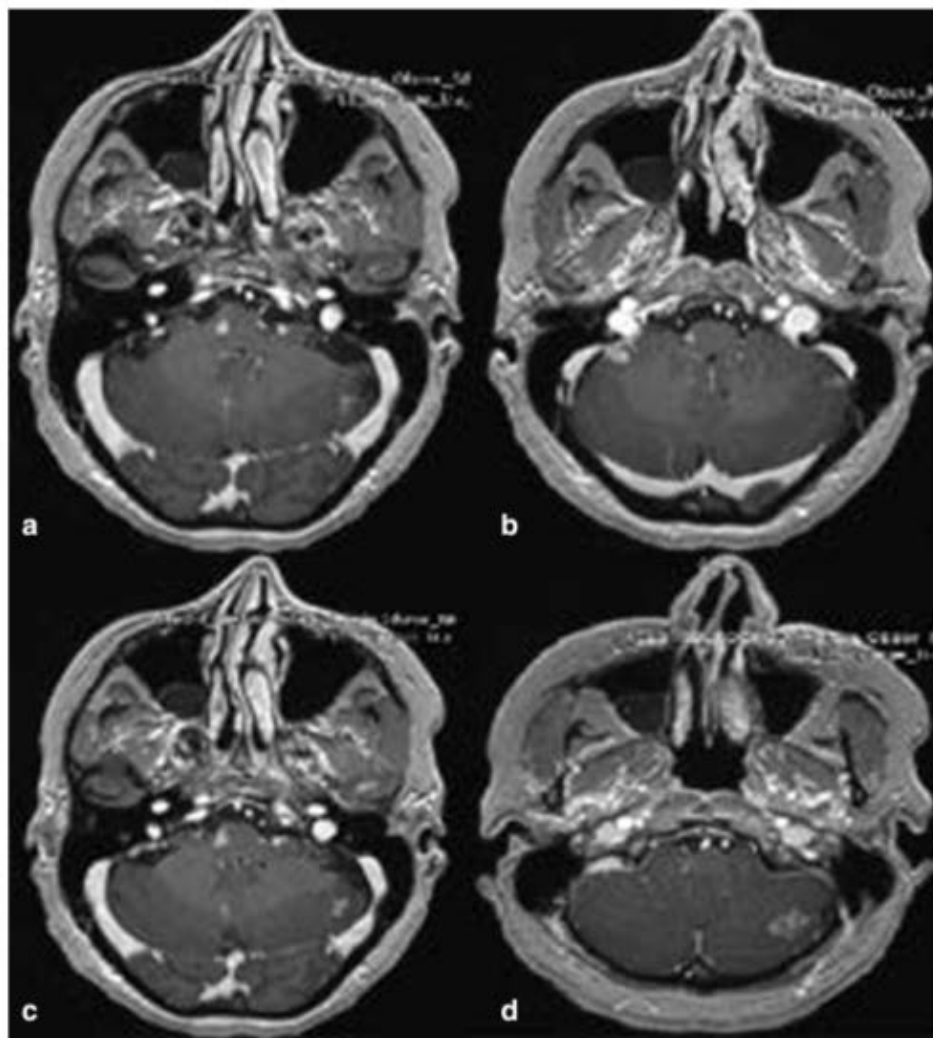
На серии МР-томограмм с внутривенным контрастированием (режим T1, аксиальная проекция): а – метастаз в варолиевом мосту справа до 0,6 см; б – метастаз в области правого мостомозжечкового угла до 1,2 см; с – метастазы в варолиевом мосту и в правой гемисфере мозжечка до 0,6–0,9 см; д – метастаз в левой гемисфере мозжечка до 1,5 × 1,1 см.
